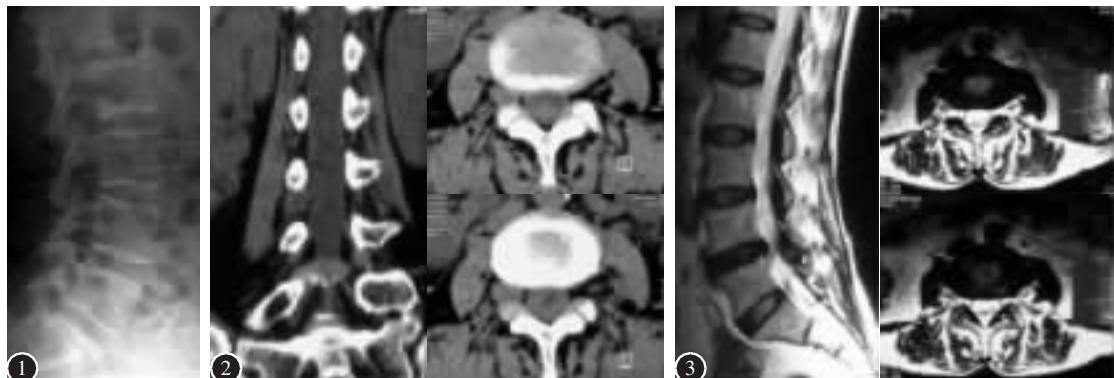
腰椎侧位X线未见明显异常 图2 腰椎CT示L3/4右侧椎间孔及其外侧肿块呈椭圆形,与椎间盘和周围组织境界清楚,肿块生长部位与对侧神经根对称 图3 腰椎MRI示L4/5椎间盘突出
